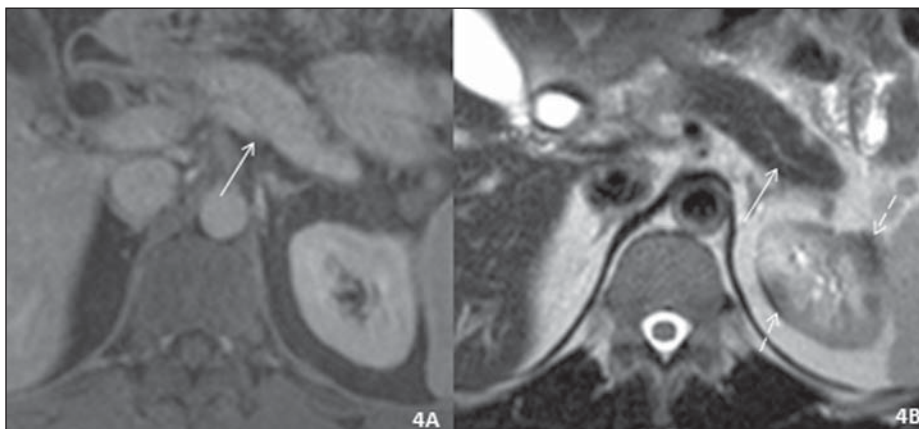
RM de abdome após corticoterapia, axial. A: T1, fase portal após contraste. Pâncreas de dimensões normalizadas, sem o halo peripancreático antes observado (seta contínua). Não foram individualizados nódulos renais em T1. B: Ponderação em T2. Pâncreas de dimensões normais, sem alterações no ducto principal antes vistas (seta contínua). Permanecem discretos nódulos vistos apenas em T2 (setas tracejadas), de menores dimensões em relação aos observados pré-corticoterapia.
